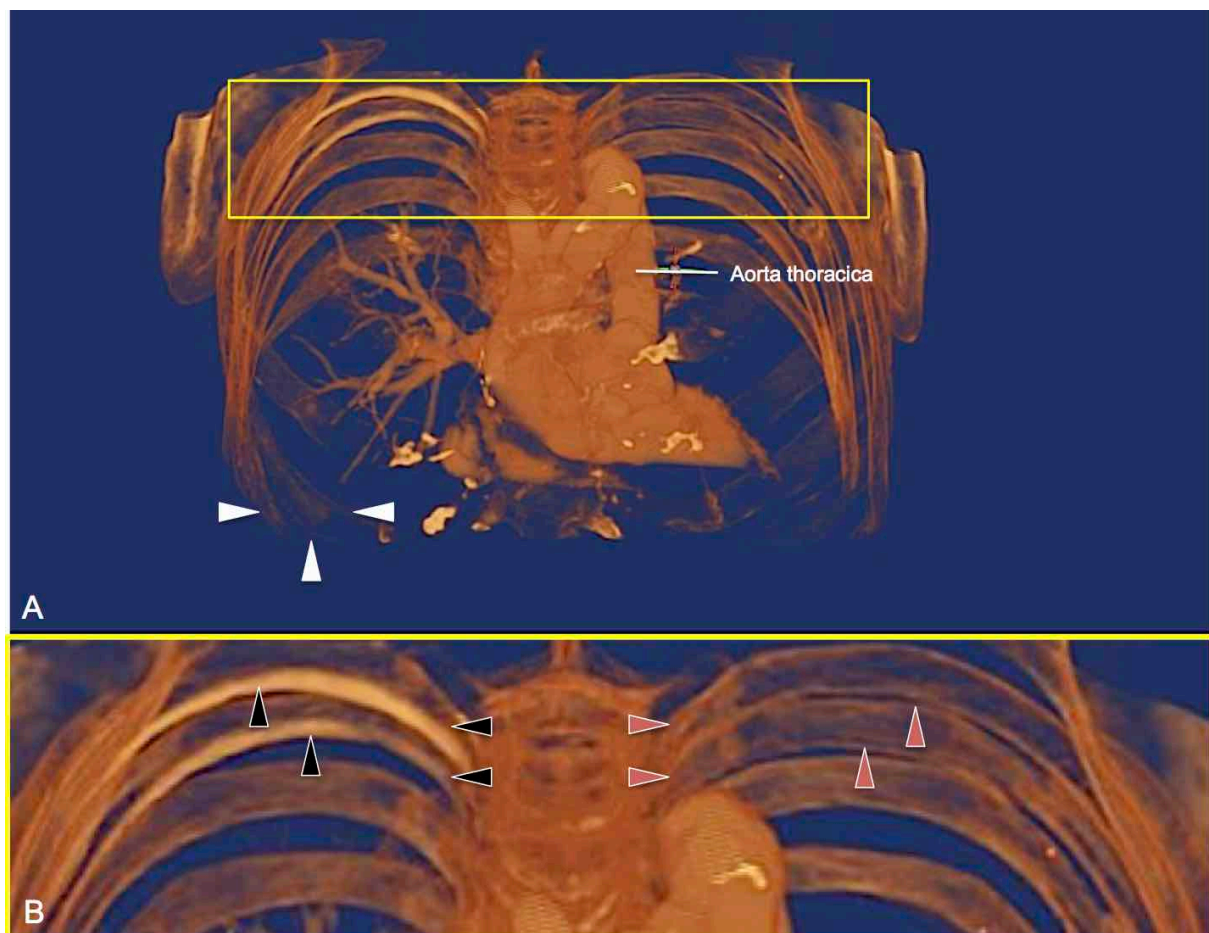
Übersichtsaufnahme des zu segmentierenden Thorax einer Thiel-fixierten Körperspenderin nach Kontrastmittel-CT. Bild (A) zeigt die Übersichtsgrafik. Es ist zu beachten, dass die Rippen nach ventral verblassen und undeutlich erscheinen (weiße Pfeile). Bild (B) zeigt den gelb umrahmten Ausschnitt aus (A) vergrößert. Im Seitenvergleich erscheinen die rechten Rippen an ihrer Unterseite deutlich heller, was auf den Verlauf der Aa. intercostales posteriores hindeutet (schwarze Pfeile). Links hingegen ist dieser Kontrast nicht erkennbar (rote Pfeile).
